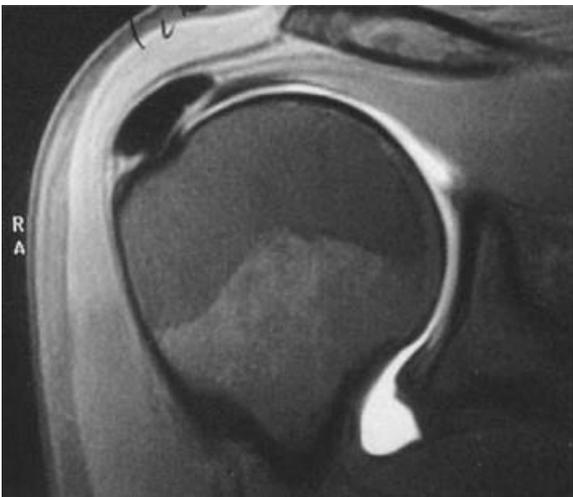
Magnetresonanztomographie (MRI) mit Kalkdepot
